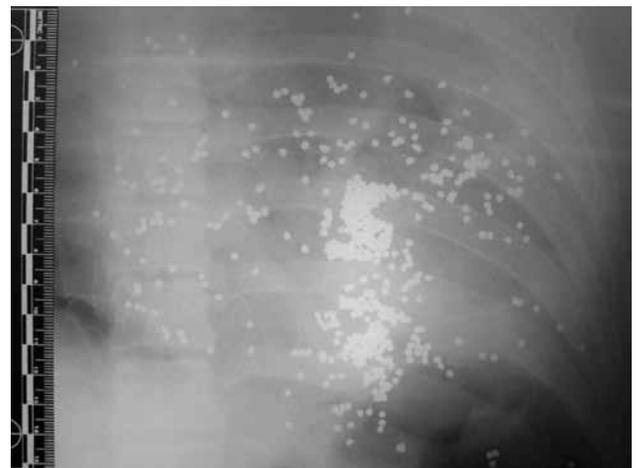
Radiografía de un cadáver con múltiples perdigones en la cavidad torácica. Herida causada por un proyectil de un arma de fuego de carga múltiple.
